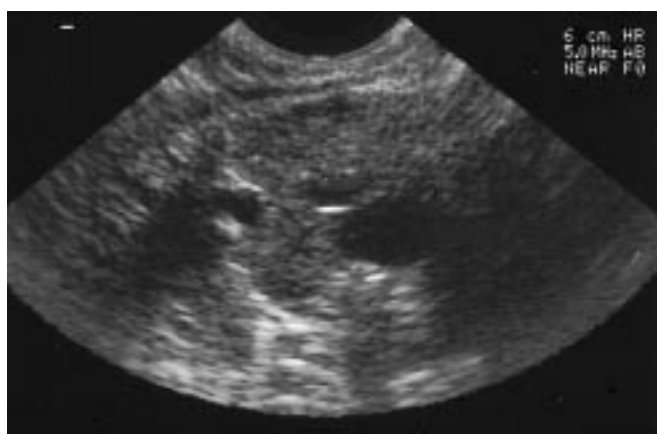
Coupe échographique axiale passant par la veine cave supérieure, l'aorte et le tronc de l'artère pulmonaire.
